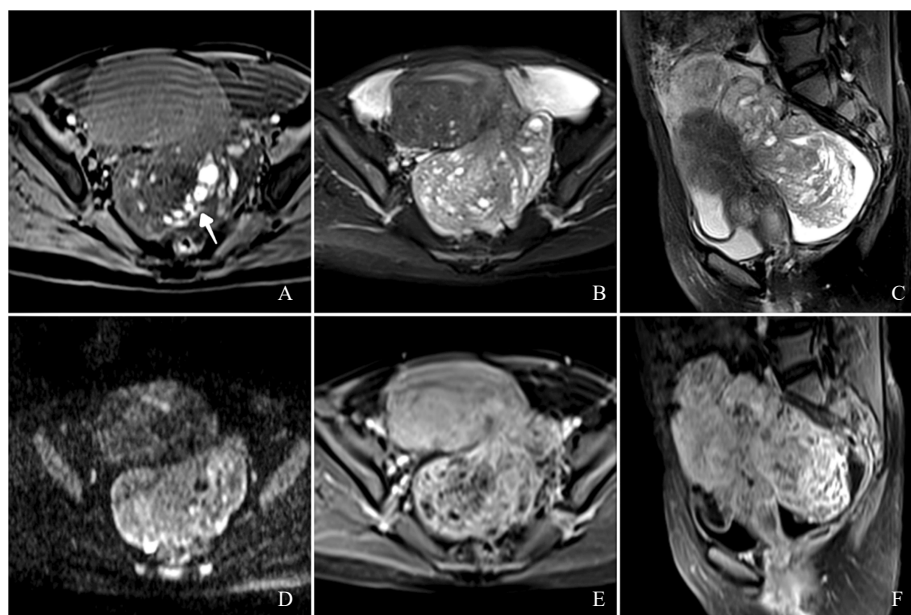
典型病例5 (患者, 女性, 48岁, 卵巢内膜异位囊肿手术史5年, 低级别子宫腺肉瘤, 来源于子宫腺肌病) MRI图像
